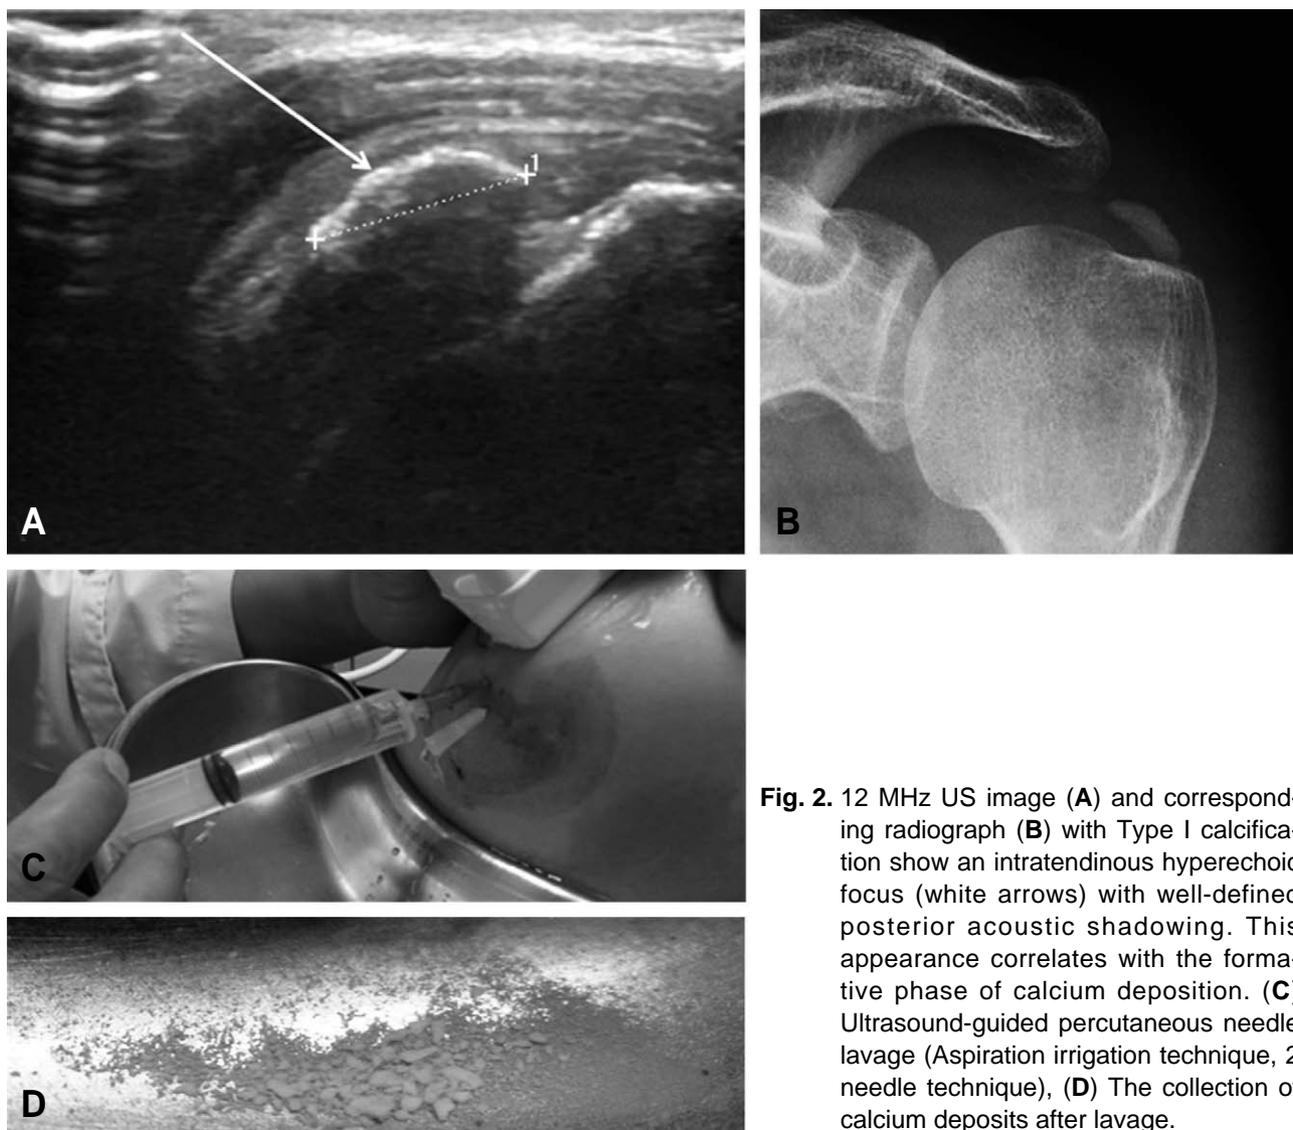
12 MHz US image (A) and corresponding radiograph (B) with Type I calcification show an intratendinous hyperechoic focus (white arrows) with well-defined posterior acoustic shadowing. This appearance correlates with the formative phase of calcium deposition. (C) Ultrasound-guided percutaneous needle lavage (Aspiration irrigation technique, 2 needle technique), (D) The collection of calcium deposits after lavage.
